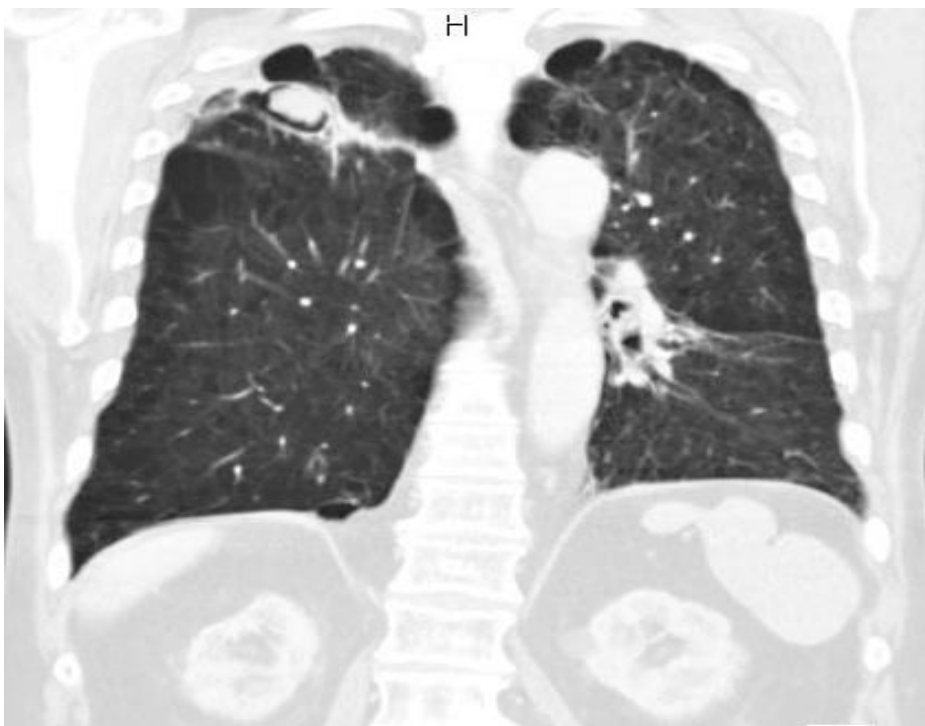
Specifická kavita ve vrcholu levé plíce- CT sken
